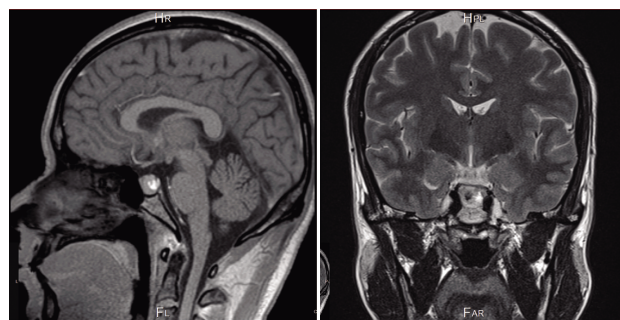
MRI 显示囊肿内 T1 高信号、T2 低信号结节
